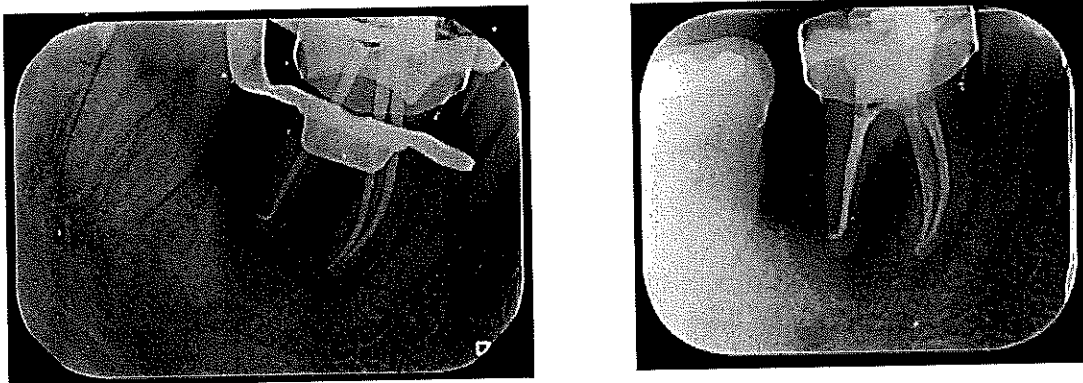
Conometría y Radiografía final
